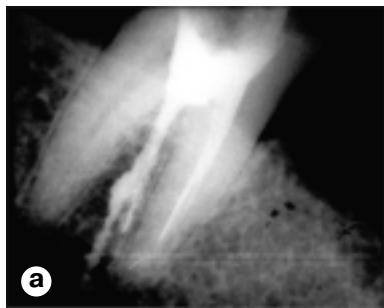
Перфорация дна полости нижнего моляра и введение пломбировочного материала на глубину длины корня (а). Создание нового направления в медиальном корневом канале с последующим выведением пломбировочного материала в периодонт; в дистальном канале пломбировочный материал выведен за верхушку (б). Рентгенограммы.
